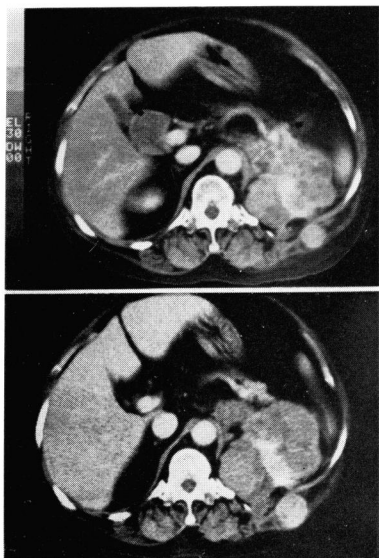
CT scan; 再入院時 (上), o, p'-DDD 投与1ヵ月後 (下)
